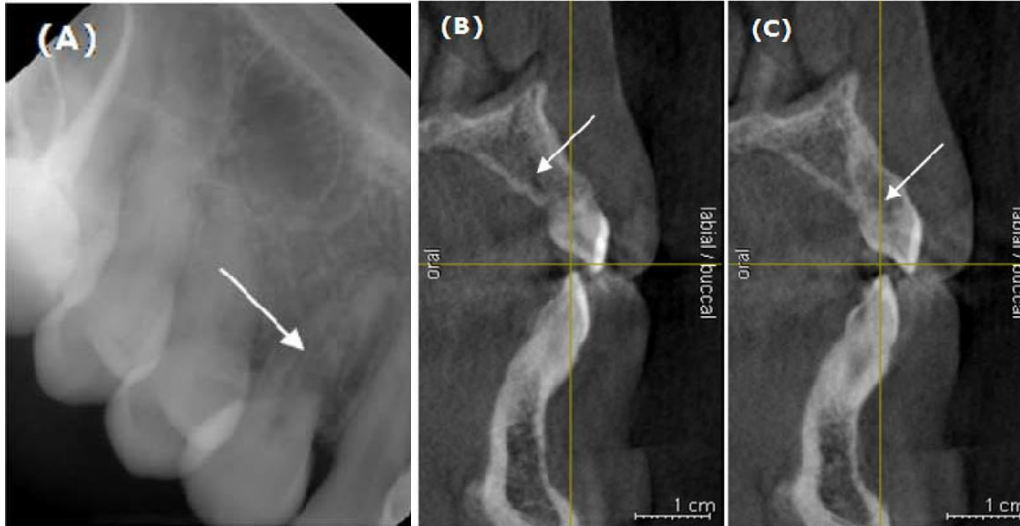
A : radiographie rétroalvéolaire d'une canine transplantede dans le maxillaire supérieur montrant une résorption de remplacement (flèche). B, C : Coupes transversales d'un balayage volumétrique à faisceau conique à travers la même canine transplantede montrant la résorption radiculaire (flèches). La première la coupe transversale (B) montre l'entrée de l'os alvéolaire dans la dent.
